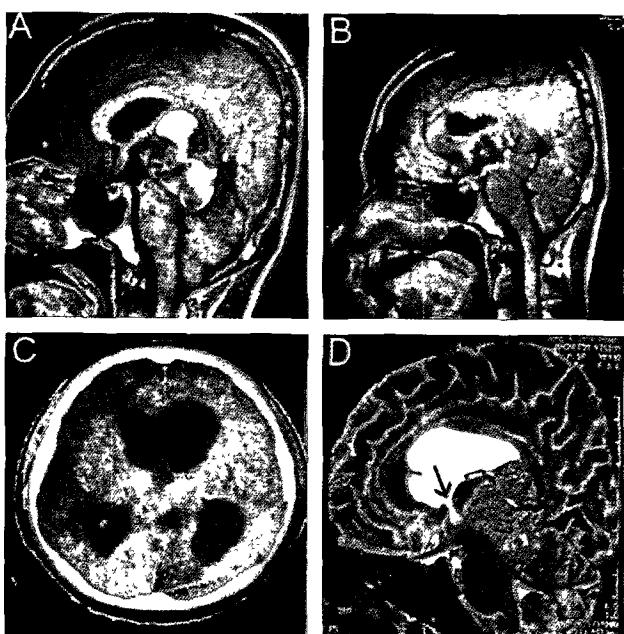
A. Large pineal tumor patient with hydrocephalus, B. Nearly-total removed pineal tumor without hydrocephalus, C. Hydrocephalus developed with tumor recurrence 1 year after surgery, D. T2-weighted sagittal image showing the opening (black arrow) in the third ventricle floor after ETV.
